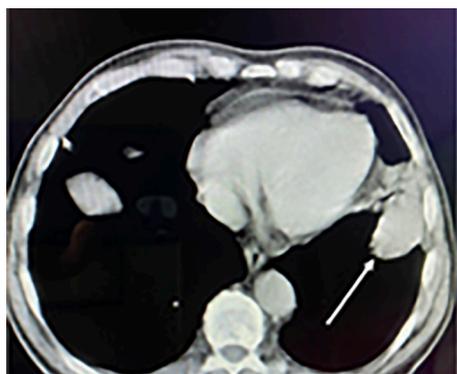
TAC de tórax inicial. LOE sólido de 3,5 cm ubicado en el lóbulo inferior del pulmón izquierdo.
